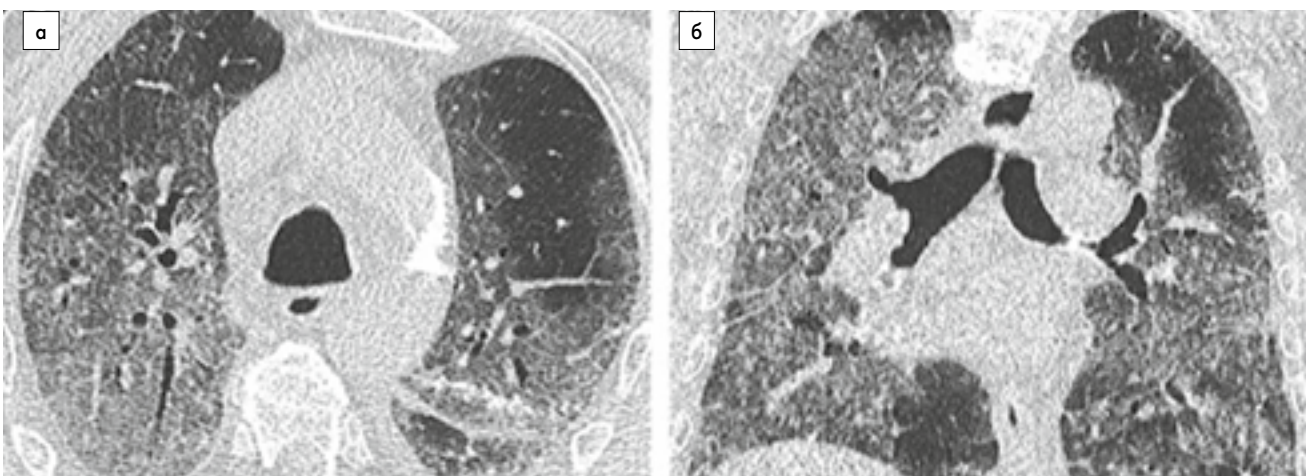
КТ-зображення «білої легені» у 89-річного чоловіка з COVID-19-асоційованою пневмонією.
